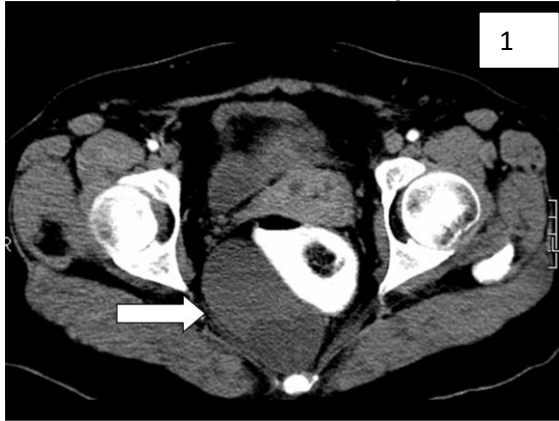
Right perirectal tail gut cyst. There was no obvious communication between the cyst and rectum and no bony destruction of the coccyx (postcontrast abdomen CT image). Figure 2: Infracoccygeal hypointense cystic lesion (axial postcontrast fat sat T1-weighted MRI image). Figure 3: Presacral, precoccygeal and infracoccygeal hyperintense cystic lesions (sagittal T2-weighted MRI image). Figure 4: Presacral, precoccygeal and infracoccygeal hyperintense cystic lesions (coronal fat sat T2-weighted MRI image).
